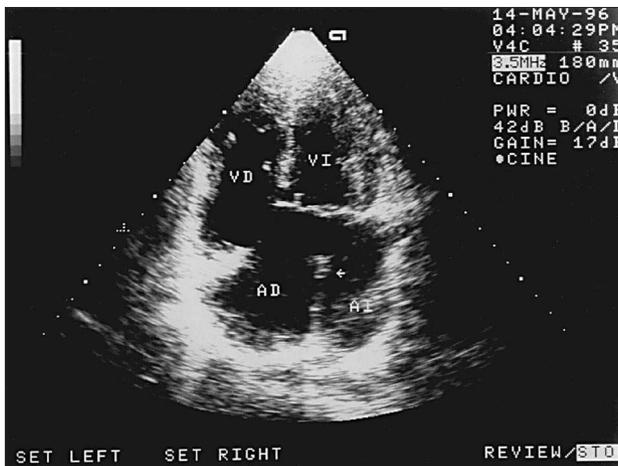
Ecocardiograma bidimensional; proyección apical de cuatro cámaras. Se observa el septo interauricular incompleto (flecha) ligeramente desplazado sobre la válvula mitral con una comunicación interauricular tipo ostium primum; AD: aurícula derecha; AI: aurícula izquierda; VD: ventrículo derecho; VI: ventrículo izquierdo.
